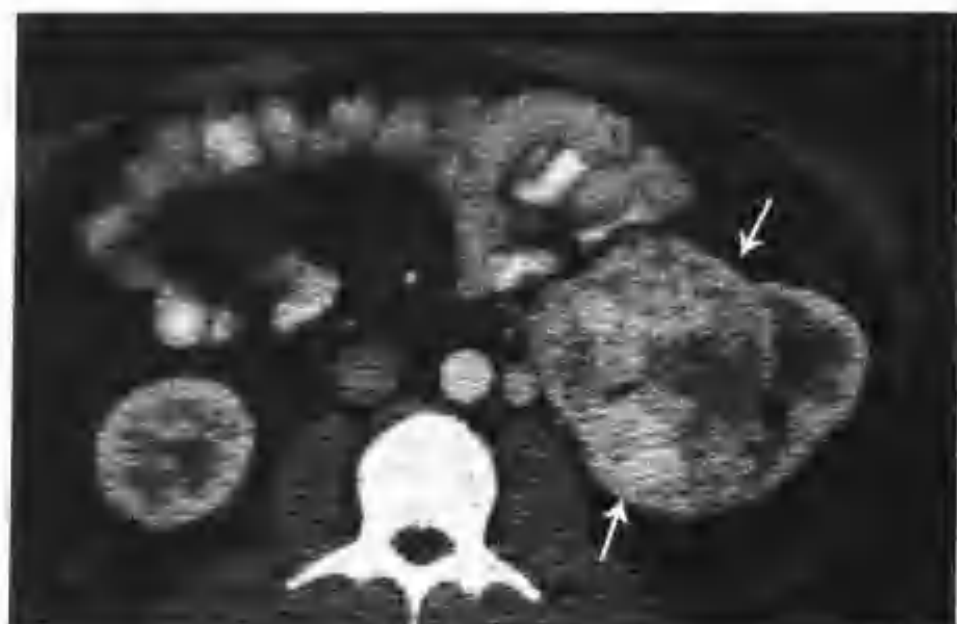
与图 3-1-43 为同一病例, 增强扫描肾皮质期肿物明显不均匀强化, CT 值 $58 \sim 139\text{HU}$ (箭头)
